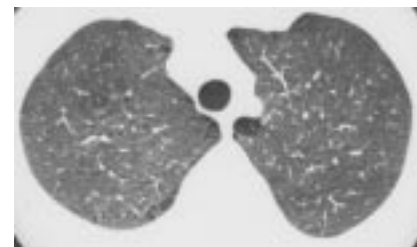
КТ. Центрилобулярная эмфизема в верхних долях легких.
